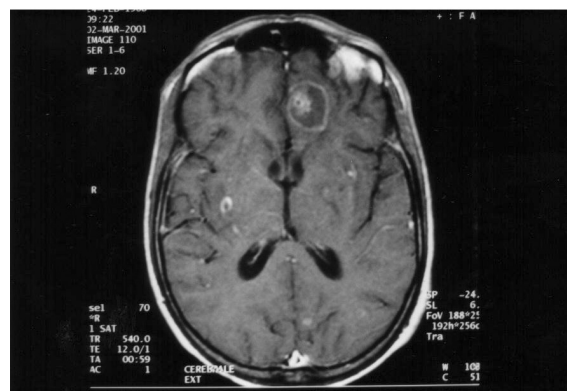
IRM cérébrale : coupe axiale en écho de gradient : multiple POE nodulaires en hypersignal en temporo-occipital, thalamo-sous-thalamique et image en « cocarde »
